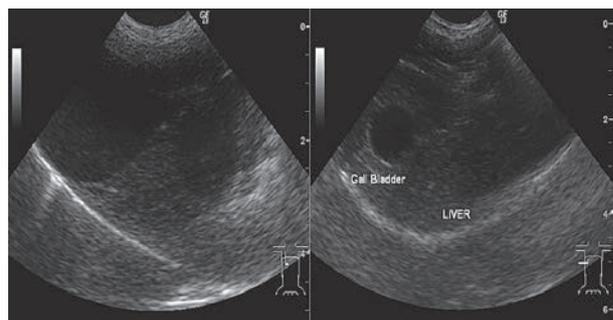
初診時(左)と第181病日(右)の胆嚢の超音波画像
